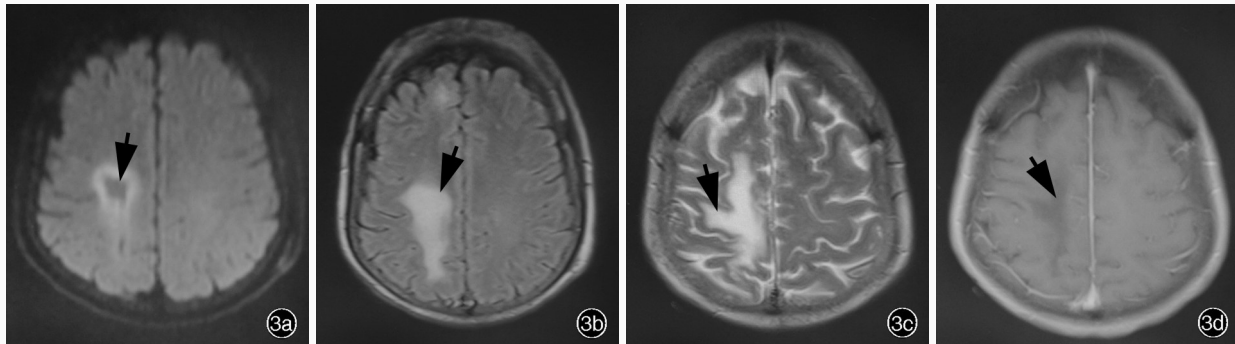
例3患者头部MRI检查所见 3a 横断面DWI(2013年2月26日)显示,右侧额顶叶不规则病灶,病灶呈中心低信号、周围高信号,信号强度不均匀(箭头所示) 3b 横断面FLAIR成像显示,右侧额顶叶斑片样异常高信号(箭头所示) 3c 横断面T₂WI显示,右侧额顶叶斑片样异常高信号(箭头所示) 3d 横断面增强T₁WI(2013年3月4日)显示,病灶无异常对比强化(箭头所示)
